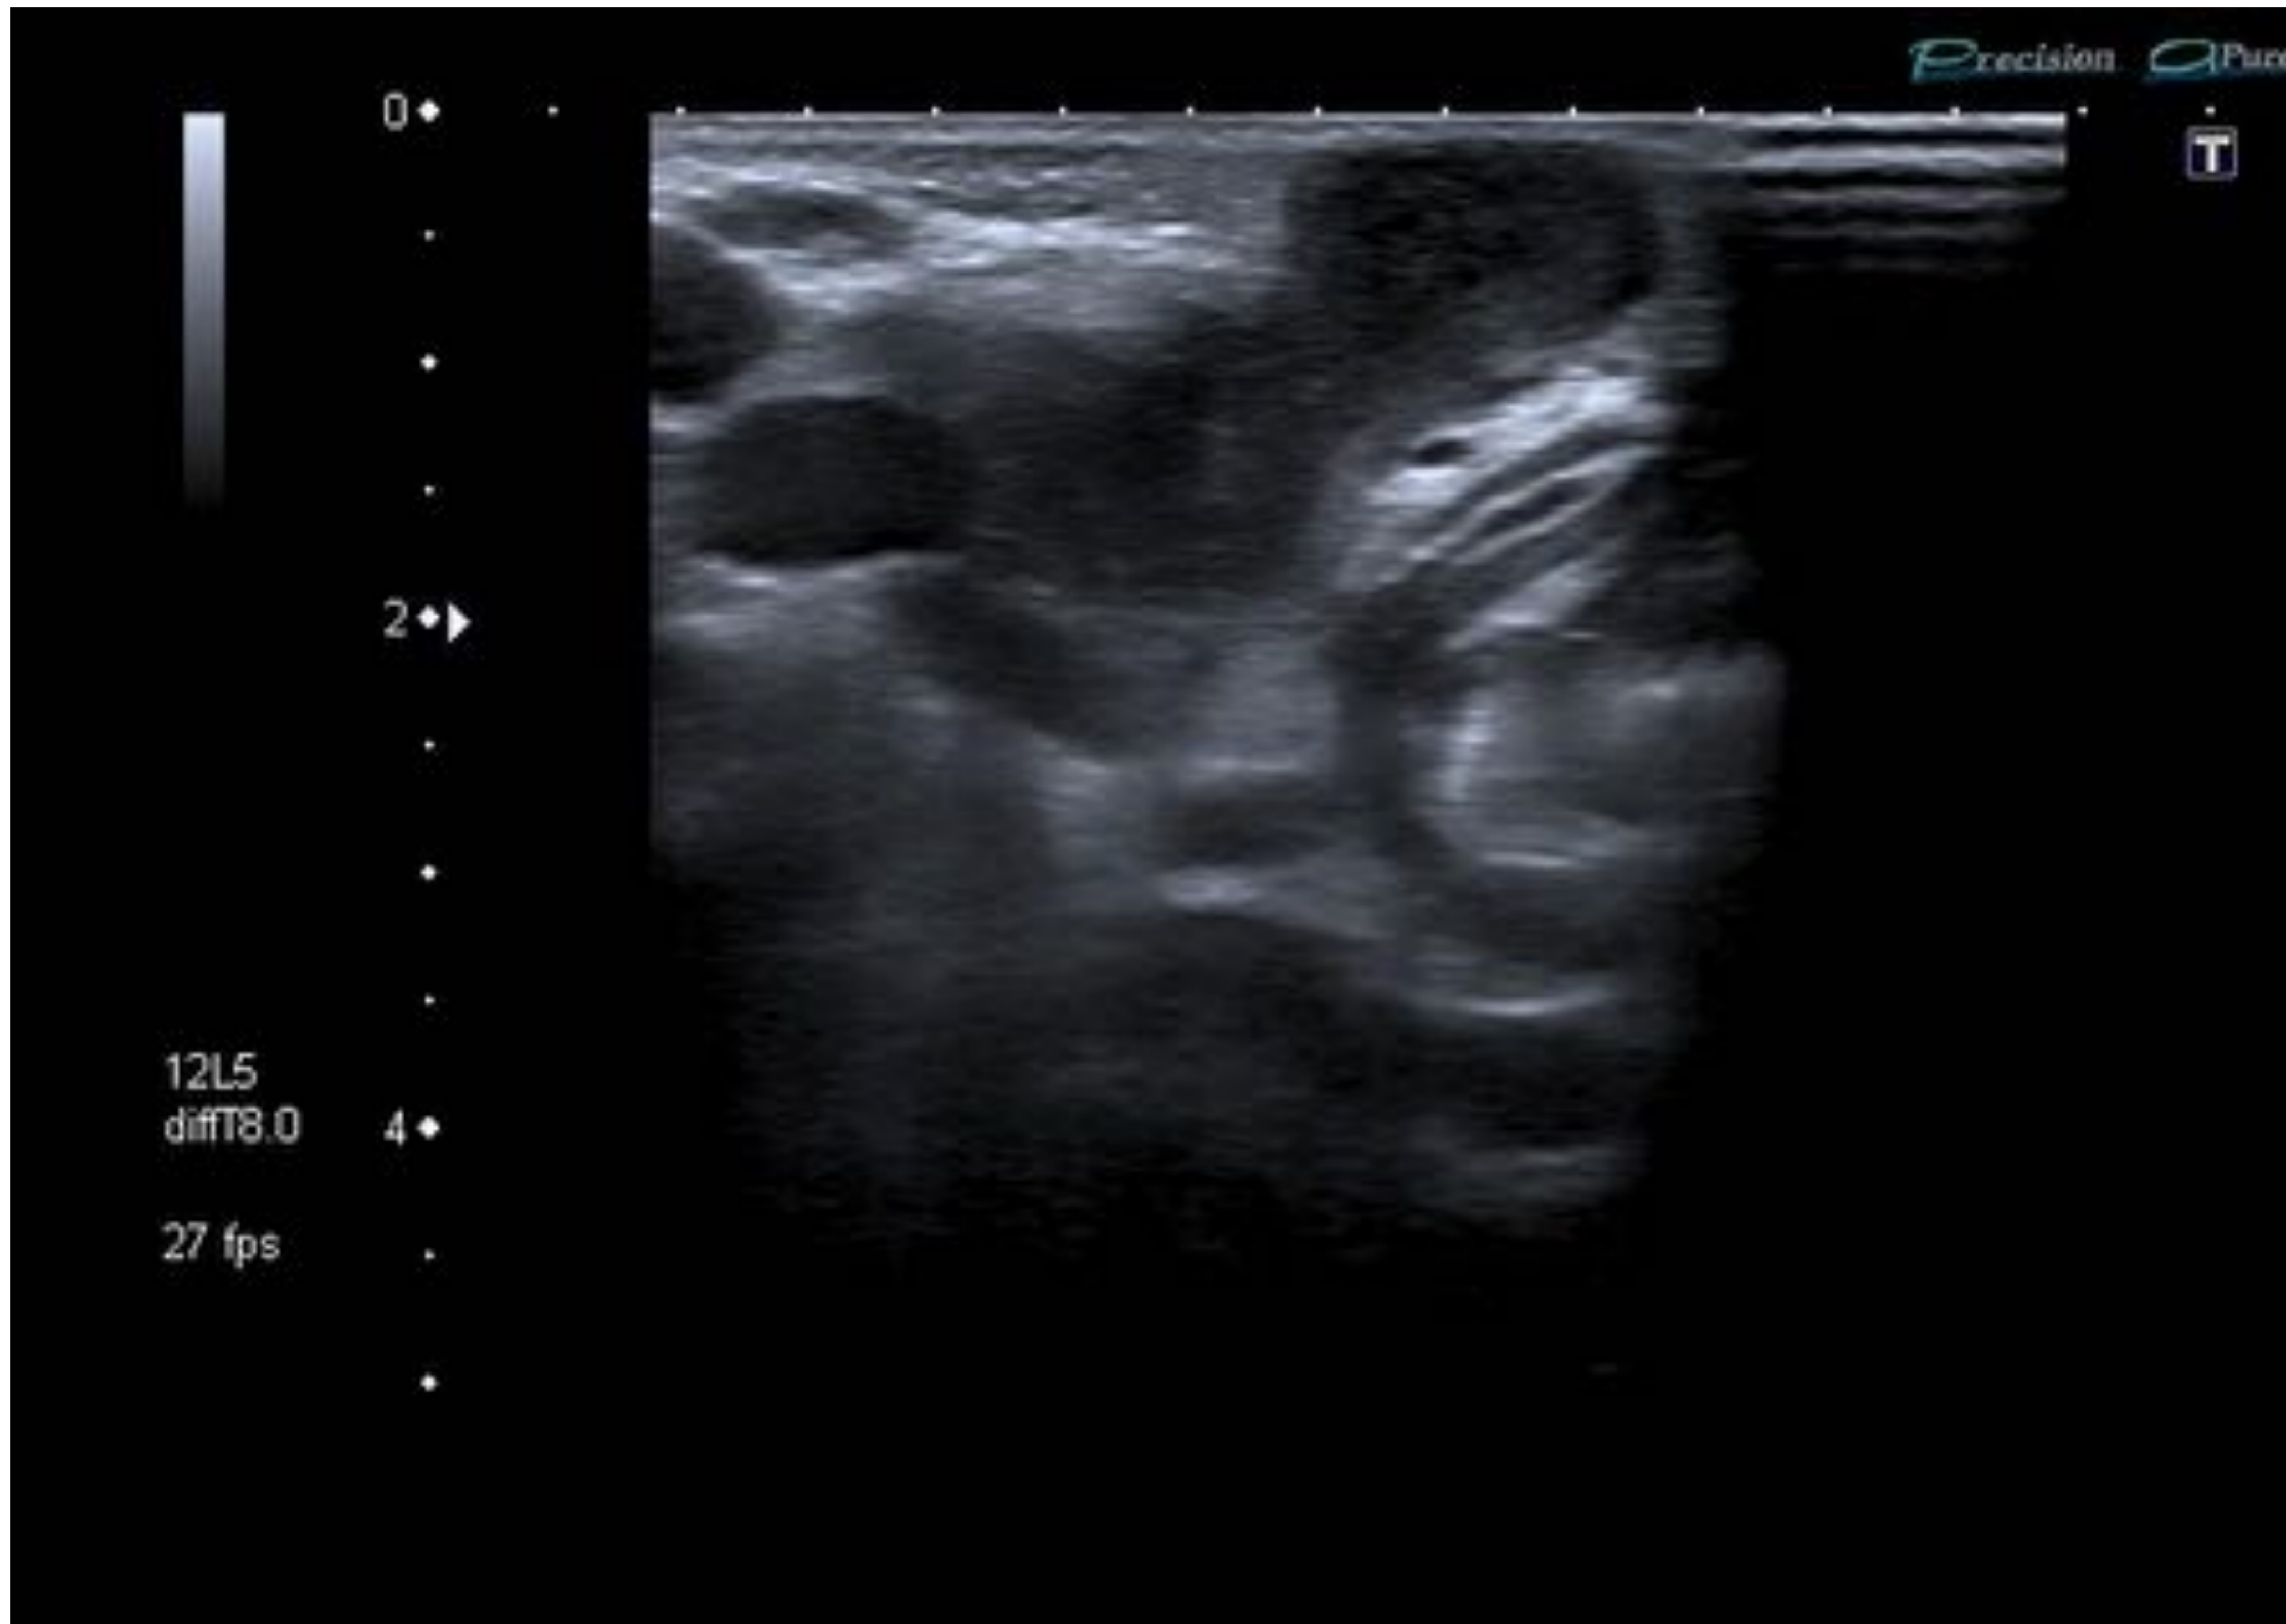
Tumoración cervical en niño de 1 mes de evolución. Mantoux +. En ecografía se aprecia adenopatía submandibular aumentada de tamaño, sin hilio graso que en TC presenta hipodensidad por necrosis (flecha roja). TBC ganglionar.
